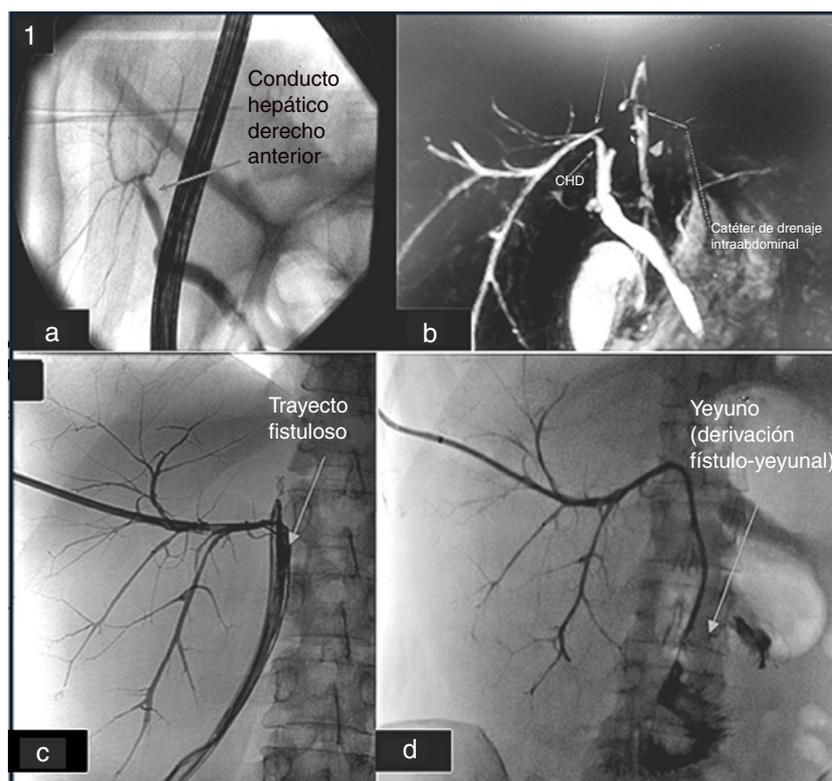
Evolución radiológica tras hepatectomía izquierda: a) CPRE del estudio posthepatectomía donde se observa el CHD, y no se observa el CHDP; b) Colangio-RMN con reconstrucción, posthepatectomía. Se observa el CHDP que drena en el borde de sección hepático donde se encuentra el drenaje intraabdominal; c) Colangiografía transcáteter, posthepatectomía donde se observa el CHDP con el catéter biliar en su interior (colocado por CTPH) y el trayecto fistuloso; d) Colangiografía transcáteter tras cirugía derivativa biliar donde se observa el paso de contraste a yeyuno.
